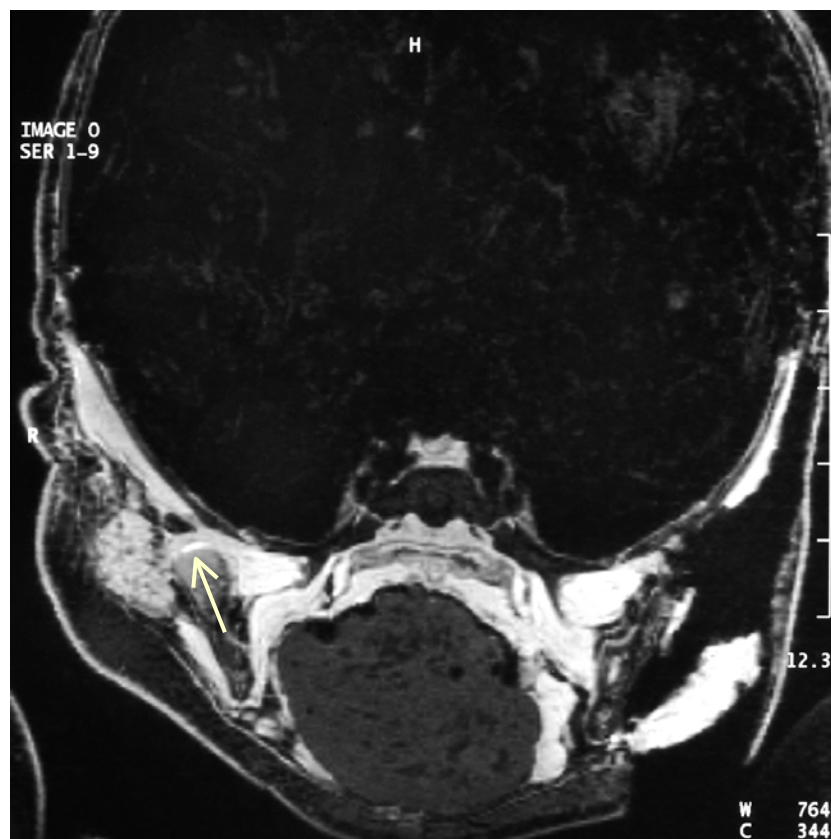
Coronare Schnittführung im MRT bei einem Feten der 39. Entwicklungswoche. Der Pfeil markiert das Capitulum mandibulae, dessen verknöcherte Anteile grau erscheinen, während der aufsitzende Knorpel als helle Kappe imponiert.
